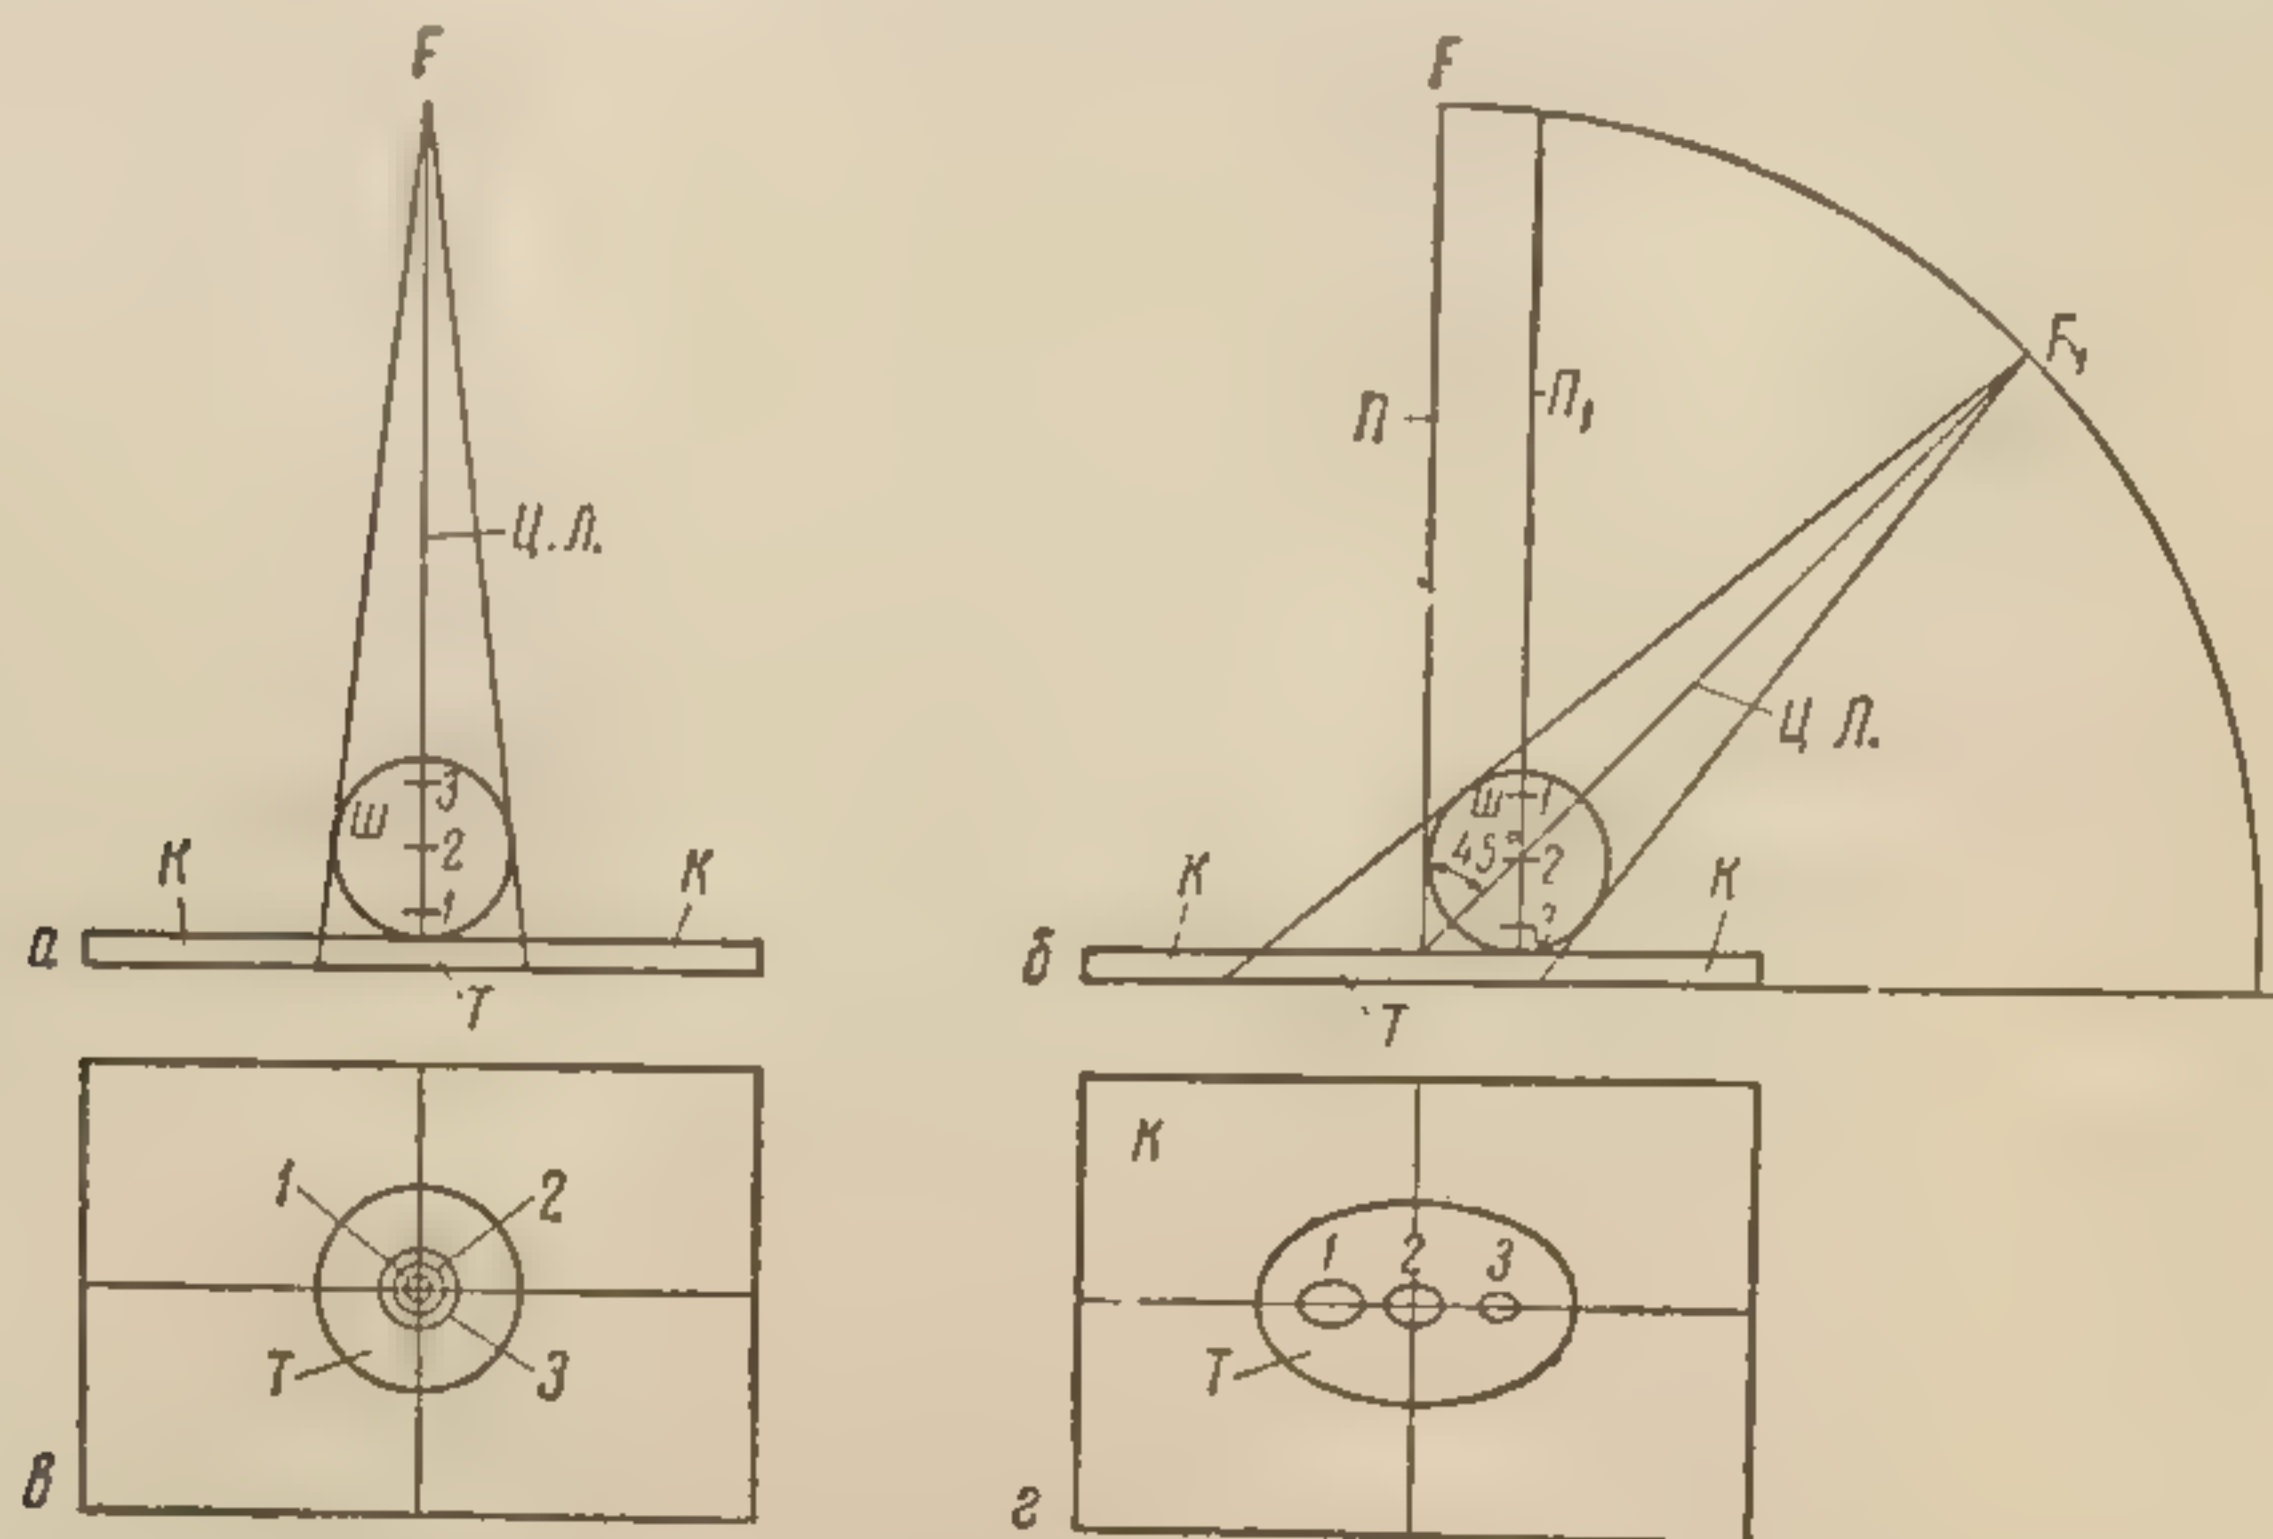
Параллакс и деформация изображения при наклонах рентгеновской трубки.
